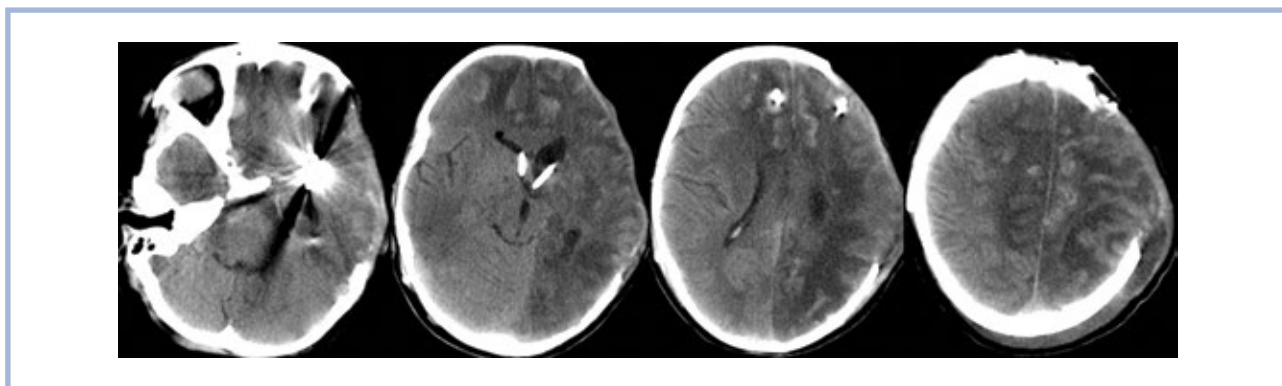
Пациентка Э., 8 лет. КТ головного мозга (28-е сутки после операции).
